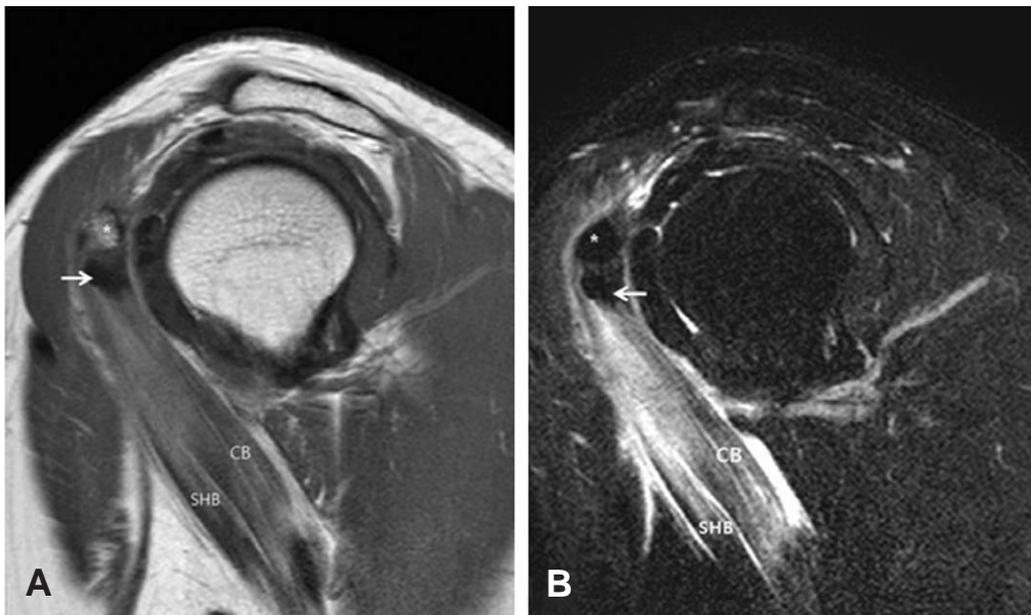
MRI finding shows low signal intensity, nodular shape calcium deposition within conjoined tendon (arrow). (A) T1-weighted image, (B) T2-weighted image: High signal band around the nodule. Short head tendon of biceps brachii muscle and coracobrachialis muscle shows marked high signal intensity. SHB: Short head of biceps brachii muscle, CB: Coracobrachialis muscle, asterisk (*): Coracoid process
